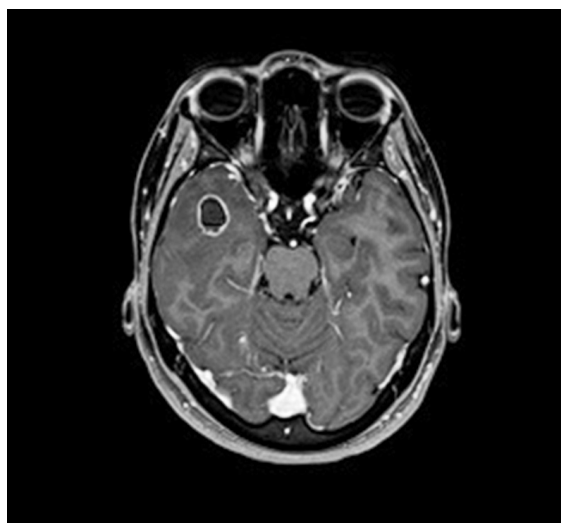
A mass containing lipid fragment with peripheral gadolinium enhanced on T1 weighted magnetic resonance imaging
